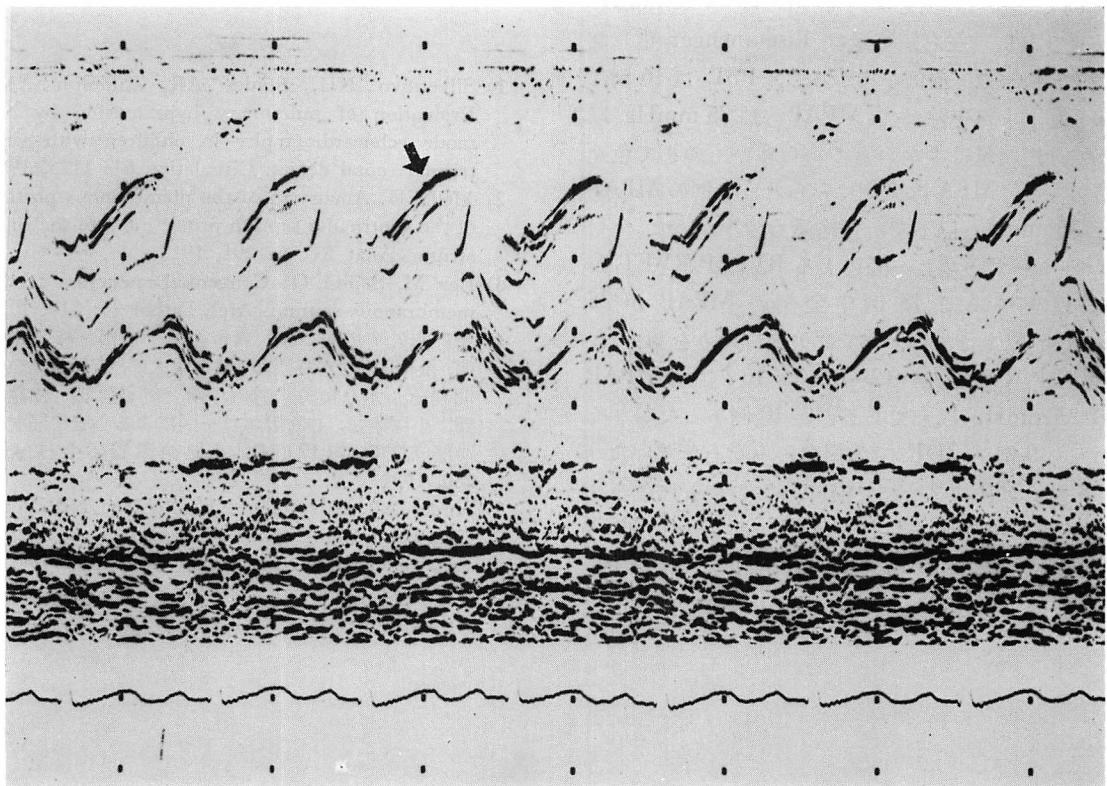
M-mode echocardiogram from the tricuspid valve in VSD with the pouch formation.
